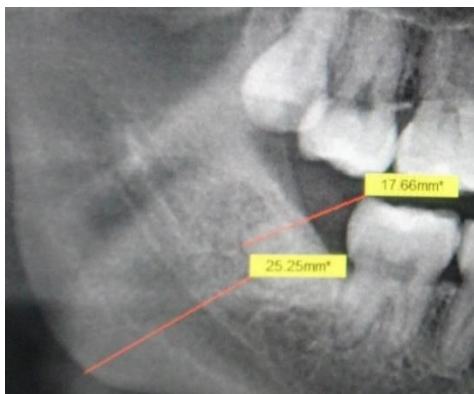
Ortopantomografía posterior a la cirugía con un tiempo de evolución de 10 meses, en donde se aprecia claramente el movimiento de las raíces y se evidencia con las líneas de medición marcadas.
